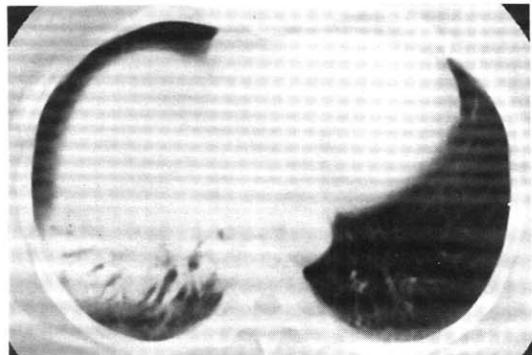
Chest CT(lung setting) at the level of RLL base demonstrated ill-defined parenchymal consolidation containing dilated bronchi. Right hemidiaphragmatic elevation suggested volume loss of RLL.
